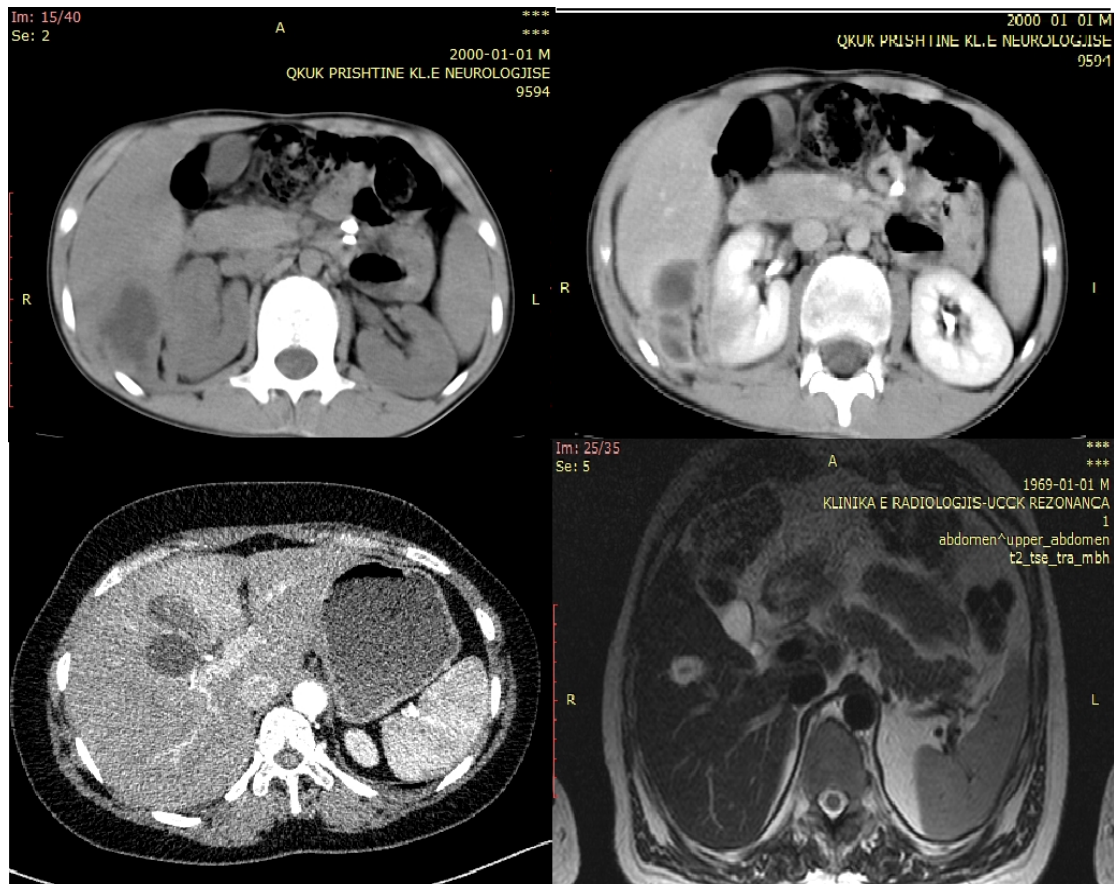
Figura nr: 2; Imazhe të adenomës hepatike me CT dhe MRI
